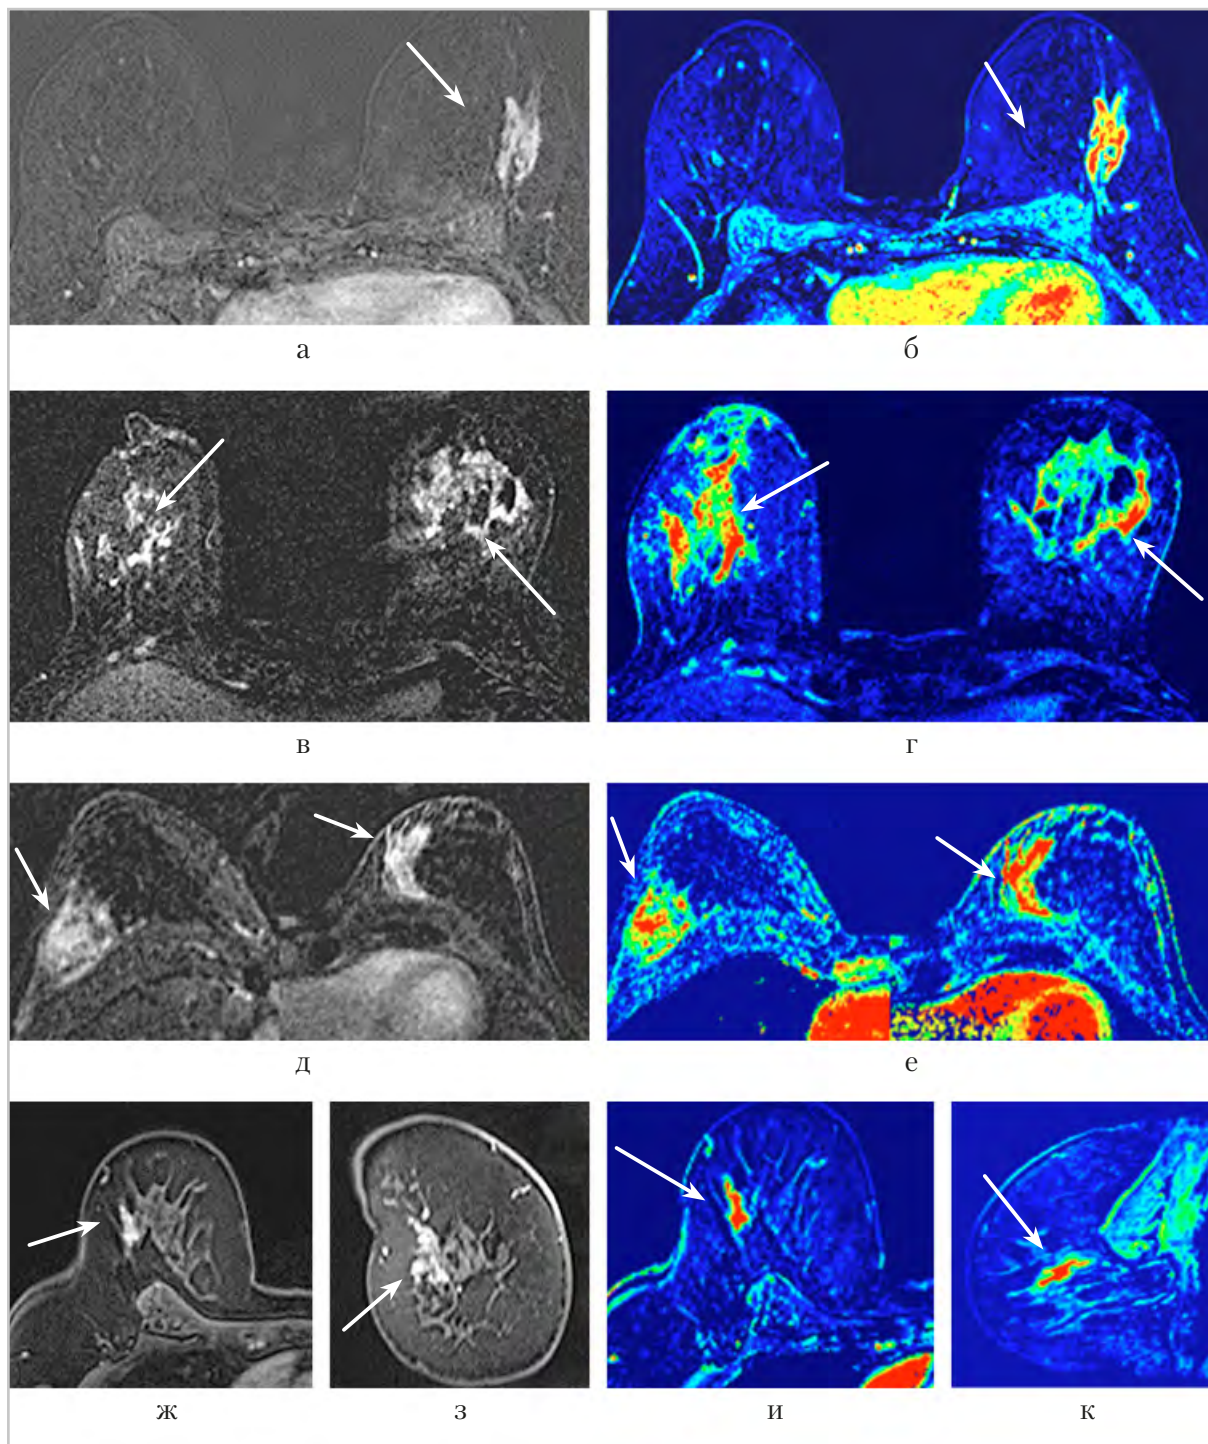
МР-томограммы, зоны контрастирования (стрелки) – субтракционные изображения (а, в, д), постконтрастные T1-ВИ (ж – в) аксиальной плоскости; з – в коронарной плоскости), перфузионные карты (б, г, е, и, к)
